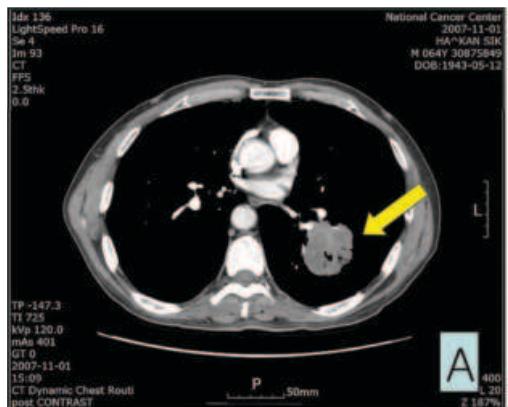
A. 2007-11-01 CT Lung cancer, LLL(T2) LN enlargement, 4L,10L(N2).
